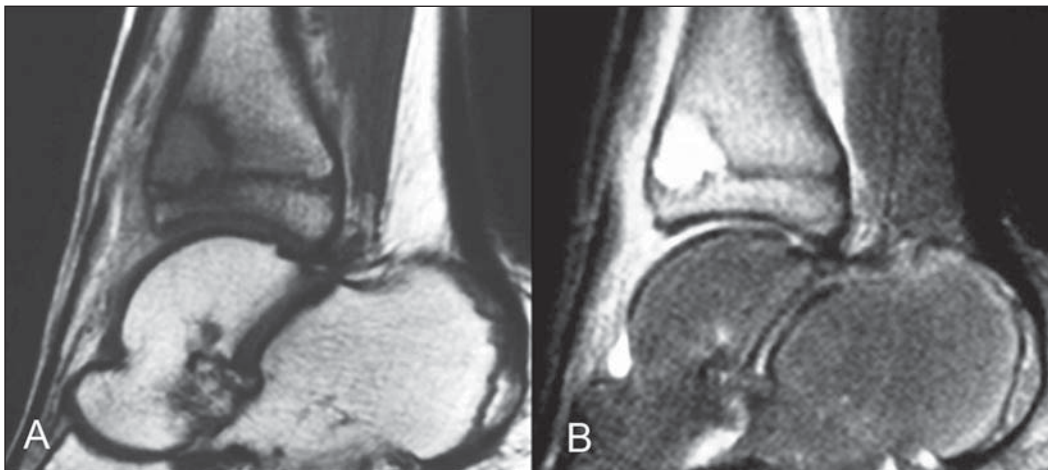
RM ponderada em T1 (A) e T2 (B) no plano sagital evidencia coleção intra-óssea, com envolvimento da fise da tíbia.
